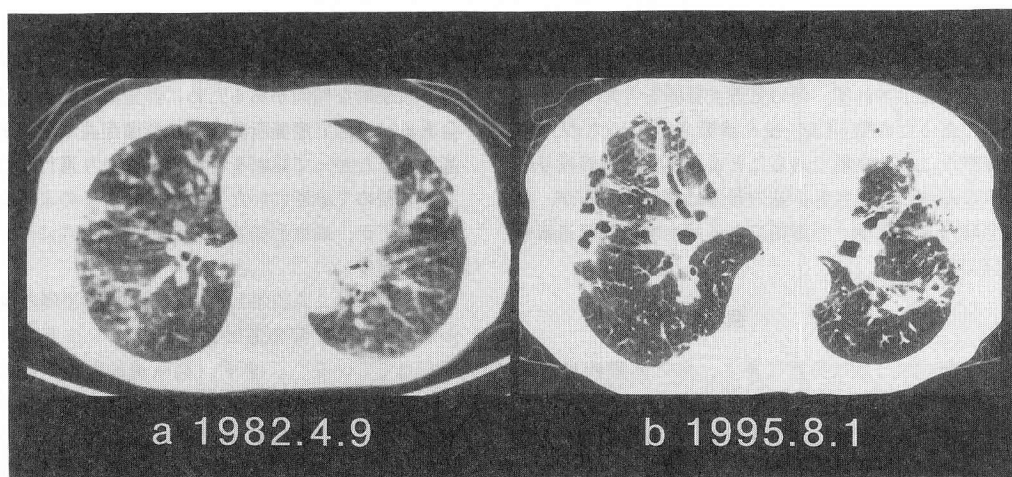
症例 1: 胸部 CT (a, b いずれも Th9 level)
